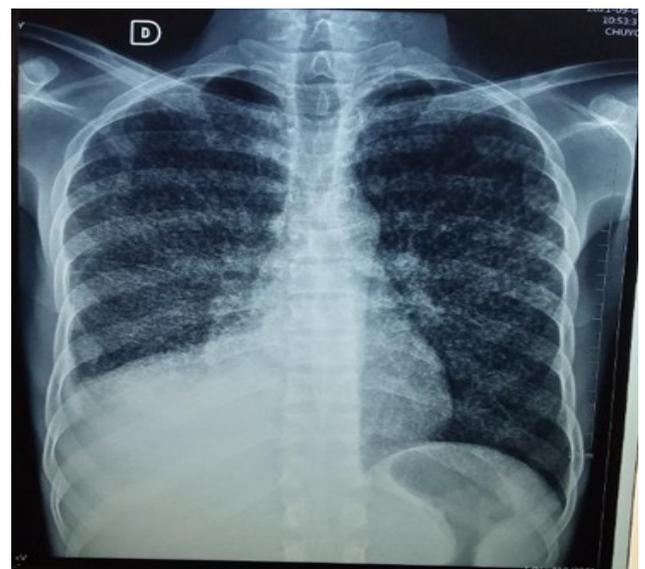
Radiographie pulmonaire montrant des micro opacités disséminées dans les deux champs pulmonaires.
